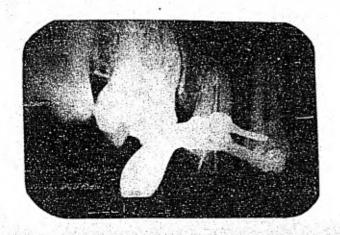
Radiografía que muestra la presencia de dos conductos unidos a nivel
